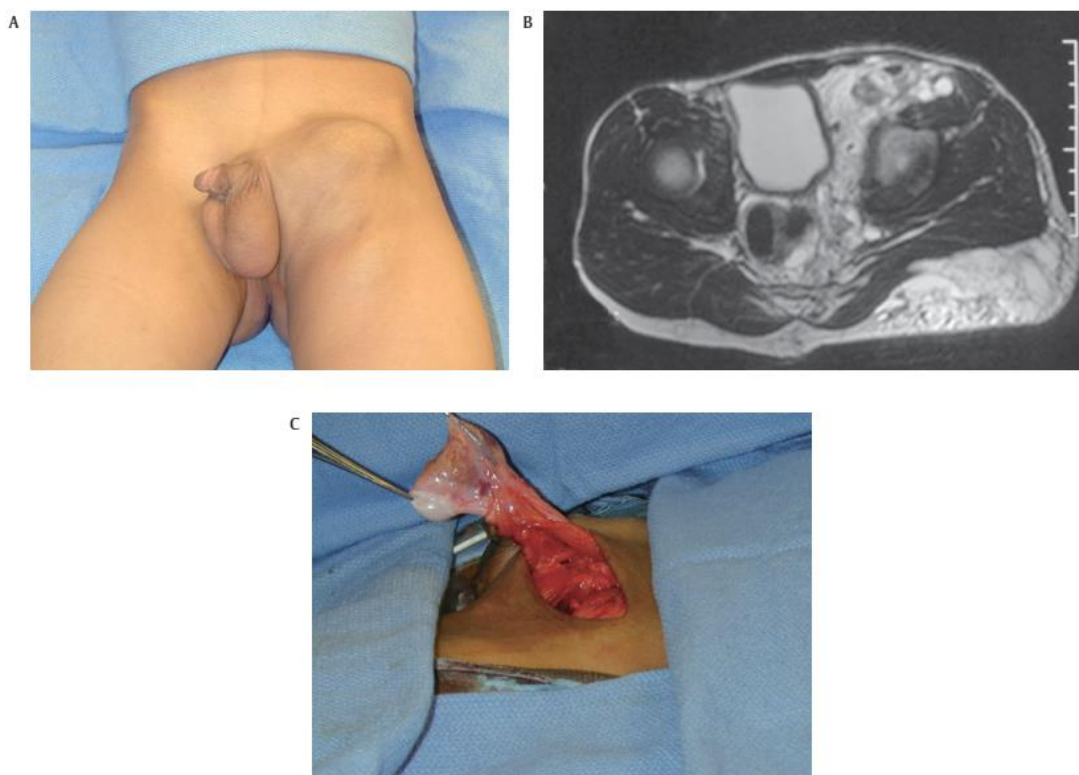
Malformación linfática simulando hernia inguinal. RM: Extensión a pelvis y retroperitoneo. Imagen quirúrgica: ML adyacente a cordón inguinal.
